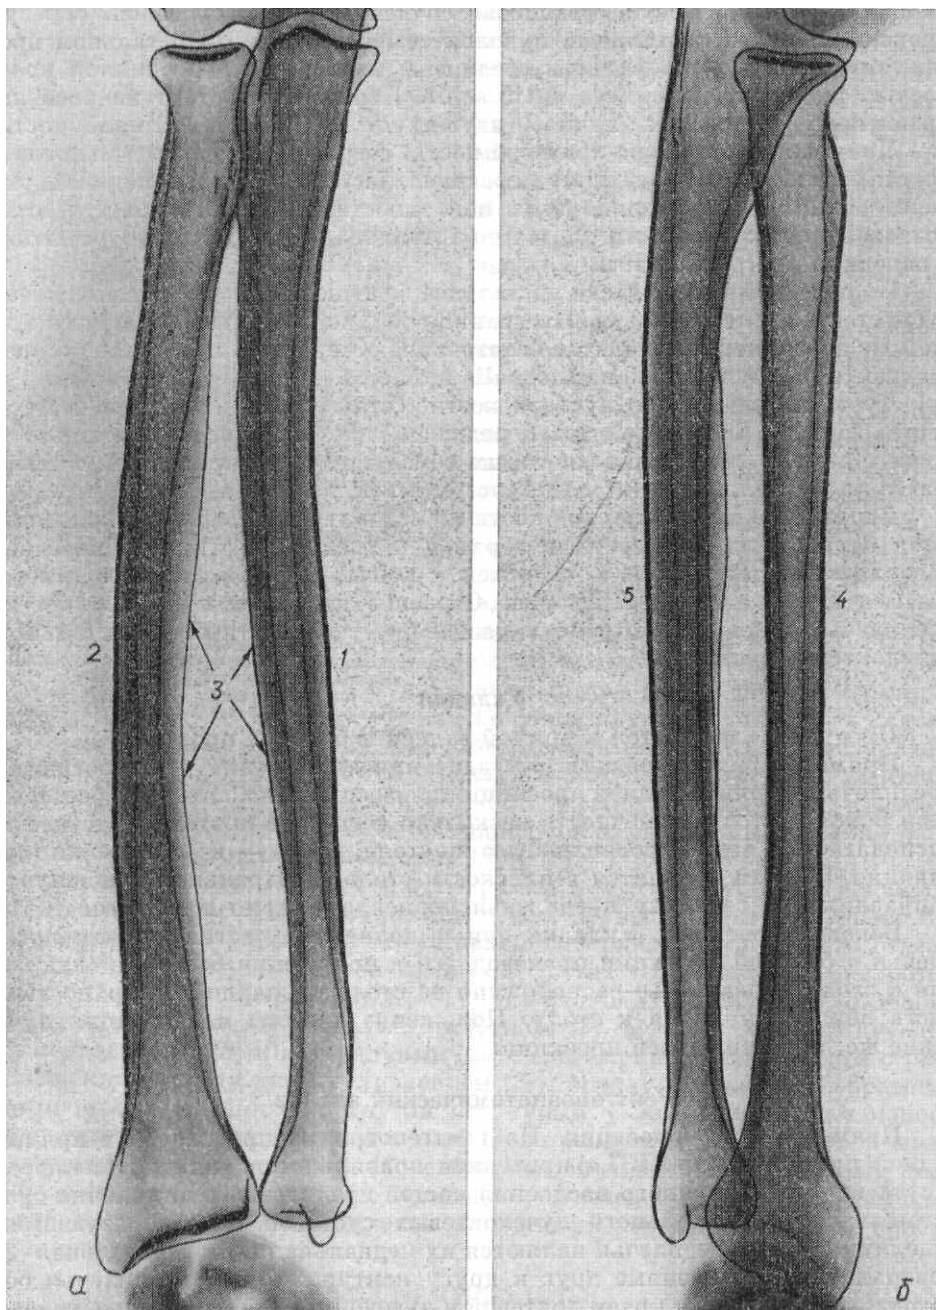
Рентгенограмма предплечья в прямой задней (а) и боковой (б) проекциях.
